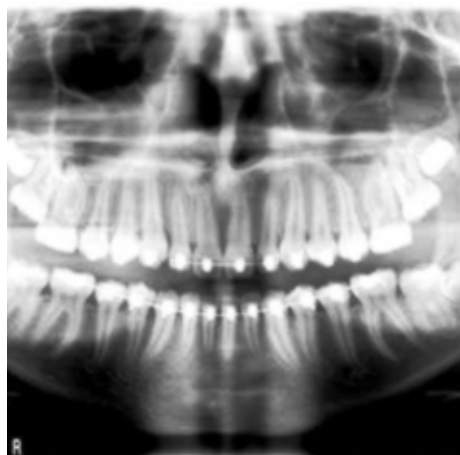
Ортогональная панорамная томограмма
